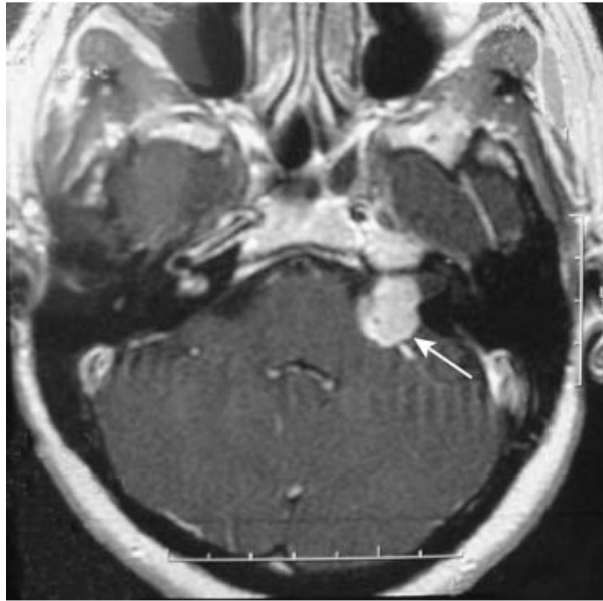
IRM en coupe axiale avec injection de gadolinium montrant un schwannome vestibulaire gauche
